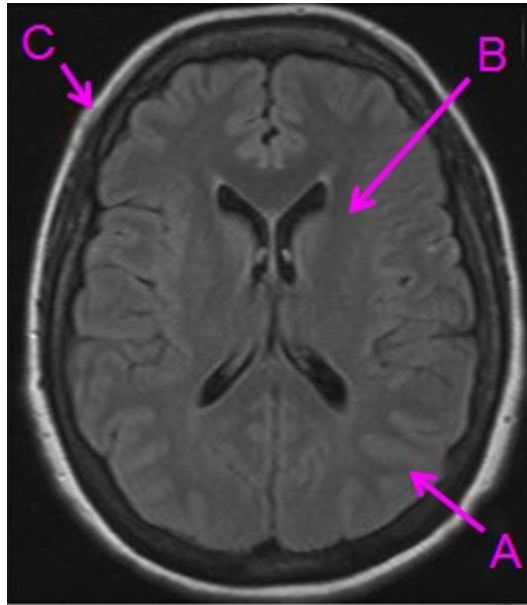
Imagen de resonancia magnética de cerebro: A) Sustancia gris, B) Sustancia blanca y C) Cavidad Craneal.
